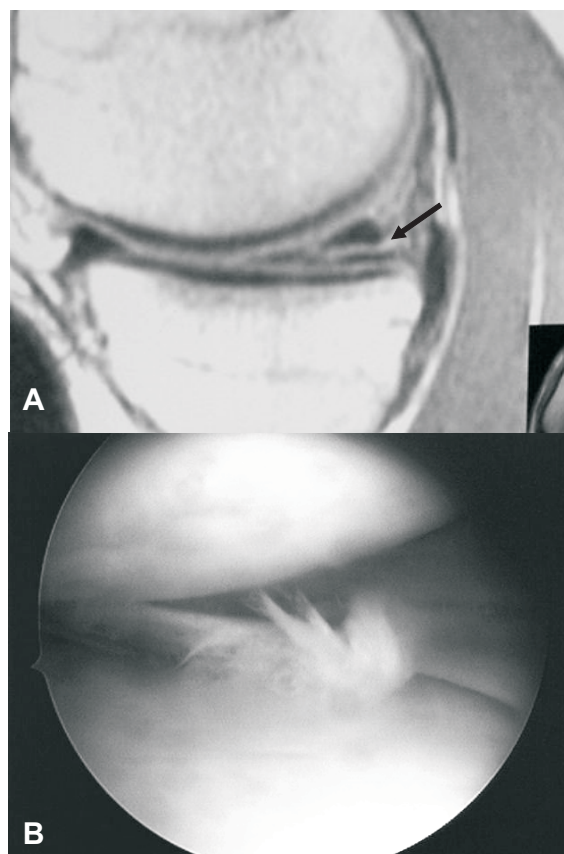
Se observa trazo de ruptura en el cuerno posterior del menisco medial (flecha), rodilla derecha, en IRM, corte sagital, densidad protónica (A). La fotografía artroscópica (B) muestra la lesión descrita.
